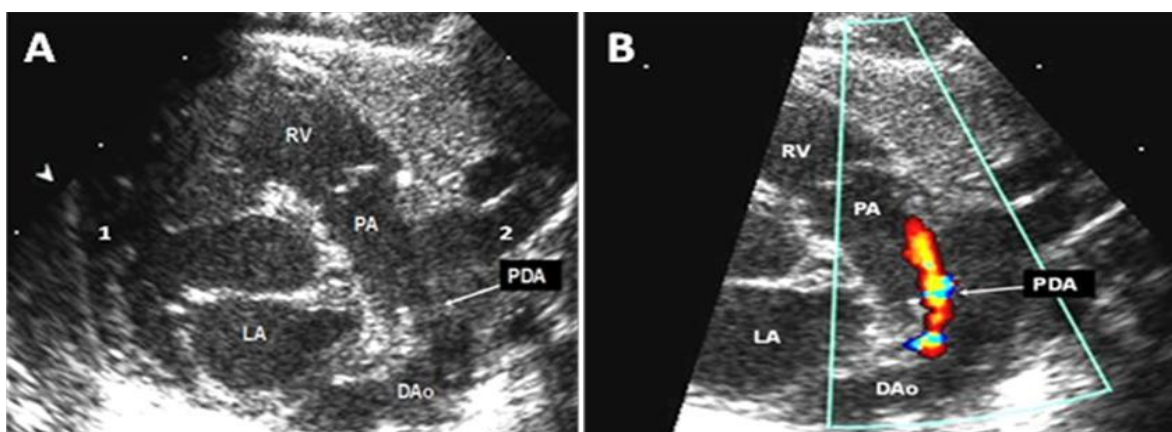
A. Vista del DAP en un RN pretérmino de 26 semanas de EG. El diámetro fue de 1.8mm. B. Doppler color que muestra el flujo del DAP que va de izquierda a derecha.
